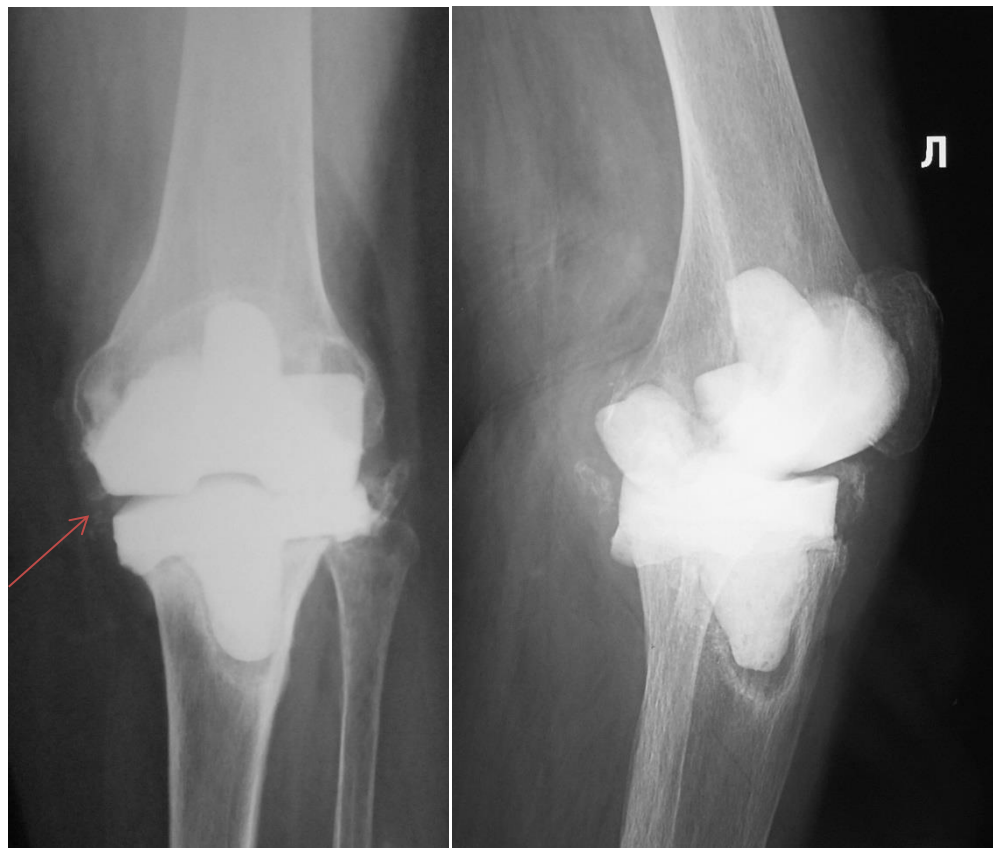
Рентгенограммы пациентки П. после установки спейсера. Обращает на себя внимание ненадлежащее позиционирование компонентов в фронтальной плоскости, и, как следствие, наличие рентгенологических признаков медиальной нестабильности (красная стрелка) коленного сустава.
